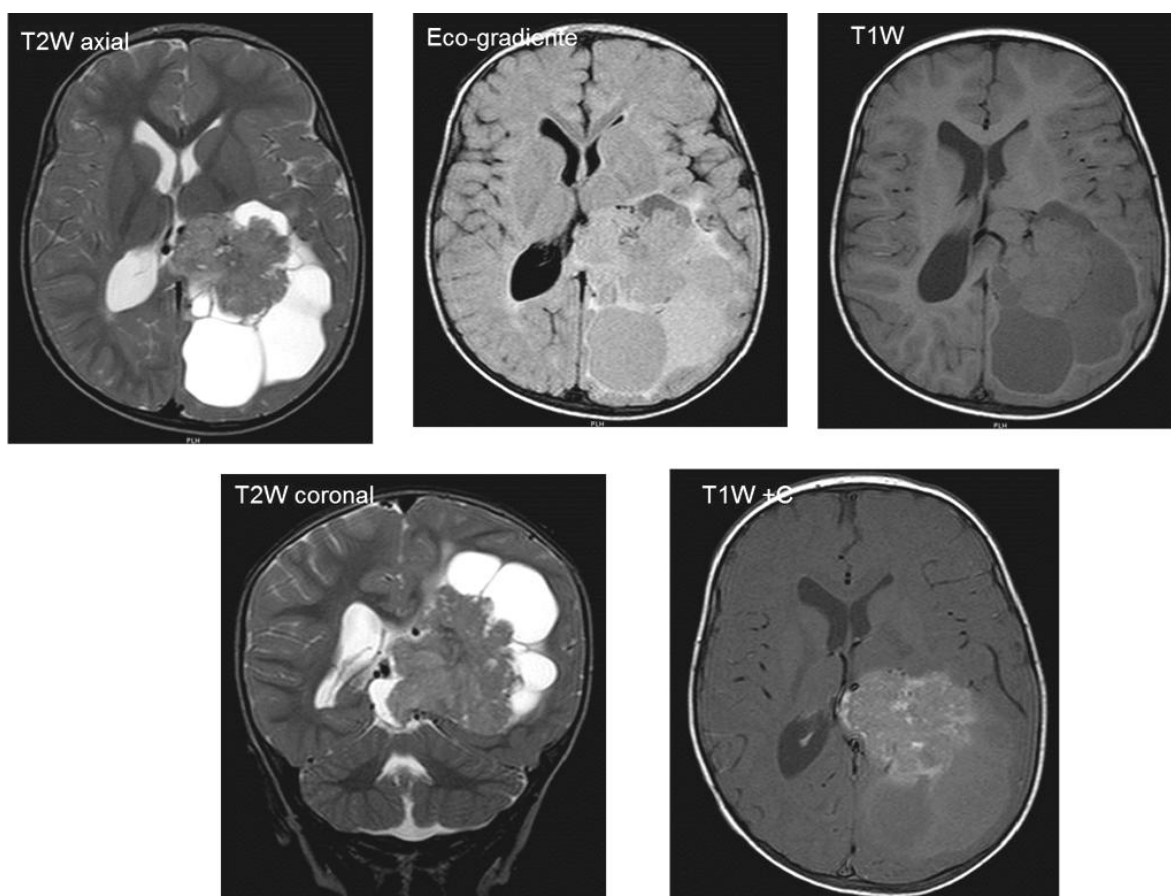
Carcinoma de plexos coroideos. RM con masa de contornos lobulados, en el interior del asta posterior izquierda del ventrículo lateral que produce dilatación de la misma, ligeramente hiperintensa en T2W, con pequeñas áreas hipointensas en eco gradiente por sangrado o calcificaciones e hipointensa en T1W, que realza con el contraste (T1W + C). Imagen archivo F.C.I
